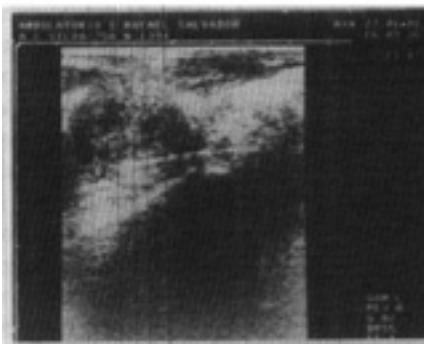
Ultra-sonografia no adenocarcinoma da próstata – Aspecto hiperecogênico.
